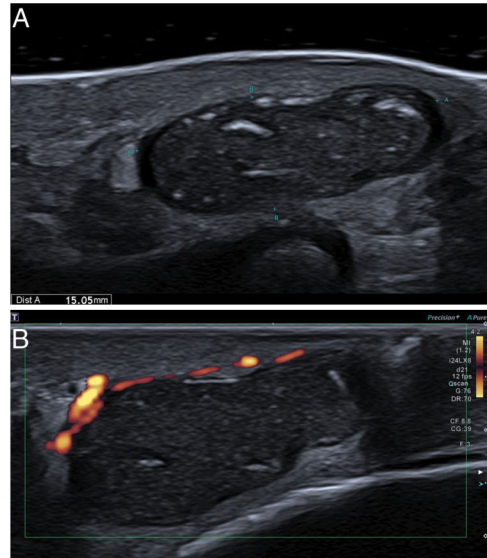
Ecografía de alta resolución del aspecto posterior del codo. Lesión de 15 mm, predominantemente quística y bien definida. Es anecoica en la periferia con contenido heterogéneo y zonas ecoicas focales internas sugestivas de queratina (A). La lesión parece avascular, sin vasos internos evidentes (B).
